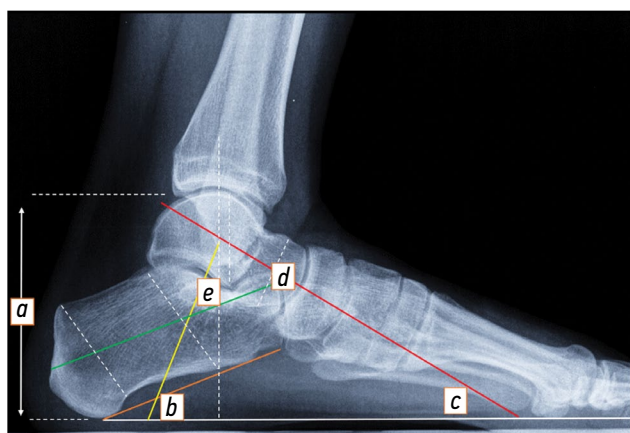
Рентгенограмма нормальной стопы в боковой проекции с нагрузкой, демонстрирующая рентгенографические параметры заднего отдела стопы. *a* — высота таранной и пяточной кости, *b* — угол наклона пяточной кости, *c* — угол инклинации таранной кости, *d* — угол наклона таранной кости, *e* — таранно-пяточный угол.
